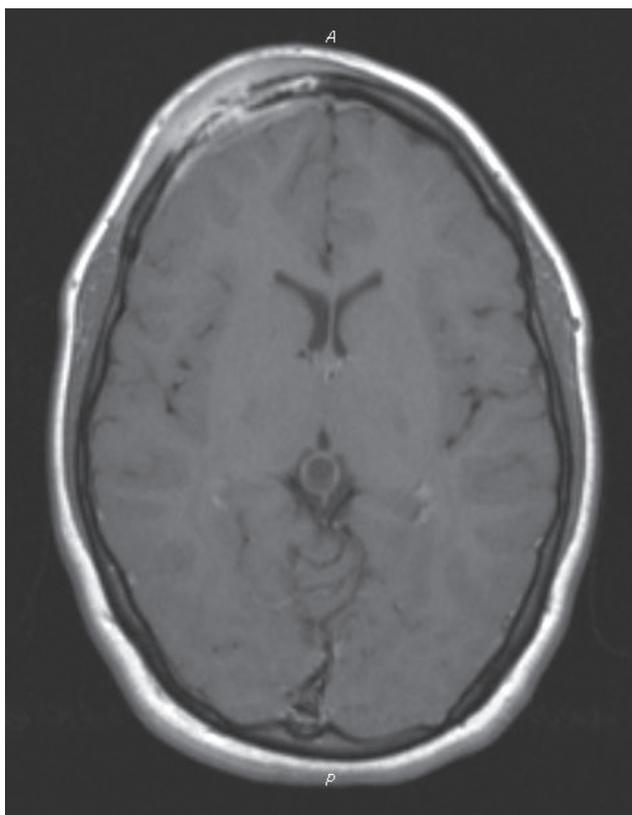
Ressonância nuclear magnética, sequência T1 com contraste, corte sagital lateral direito: percebe-se a presença de hipersinal em região frontal direita com extensão intracraniana, compatível com abscesso subperiosteal e leptomeningite.
